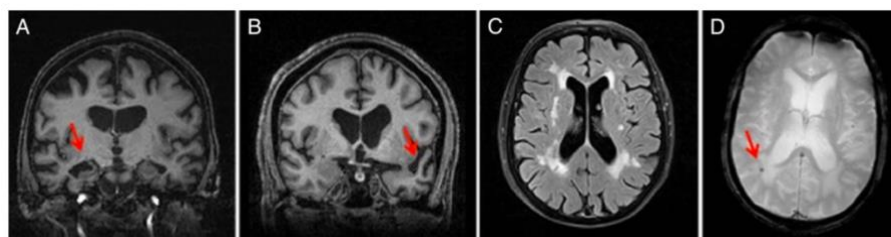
(A) RM pesata in T1 di un paziente con AD: la freccia mostra l'atrofia ippocampale destra; (B) RM pesata in T1 di un paziente con SD: la freccia mostra l'atrofia al polo temporale sinistro; (C) Immagine FLAIR (Fluid attenuated inversion recovery, simile alle sequenze in T2) di un paziente con deterioramento cognitivo vascolare (VCI), in cui i piccoli vasi presentano iperintensità della sostanza bianca periventricolare; (D) Immagine GRE pesata in T2 di un paziente con VCI: la freccia mostra qua una microemorragia.
